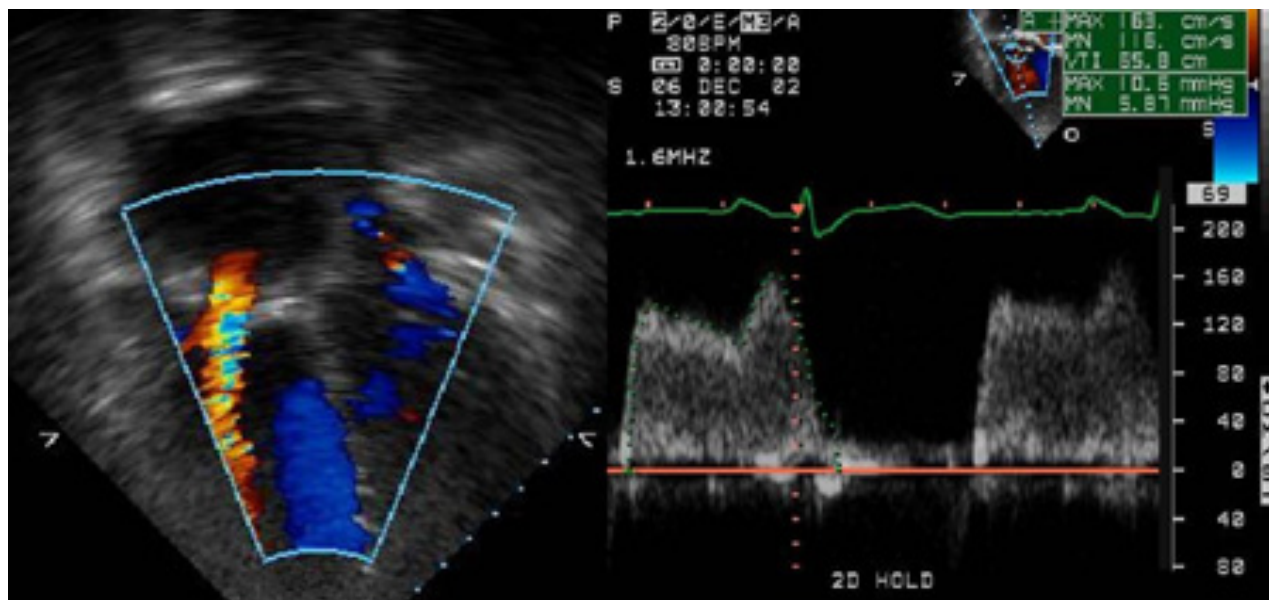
Ecocardiograma com Doppler colorido revela aceleração de fluxo na valva tricúspide e Doppler espectral revela um gradiente médio na valva tricúspide de 6 mmHg
